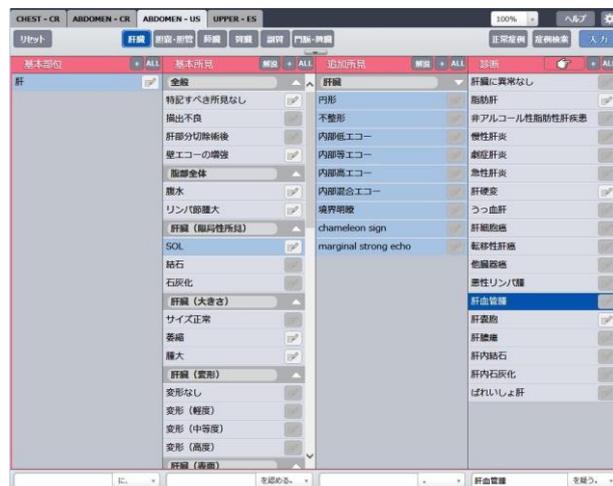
腹部超音波における診断からのナビゲーション
